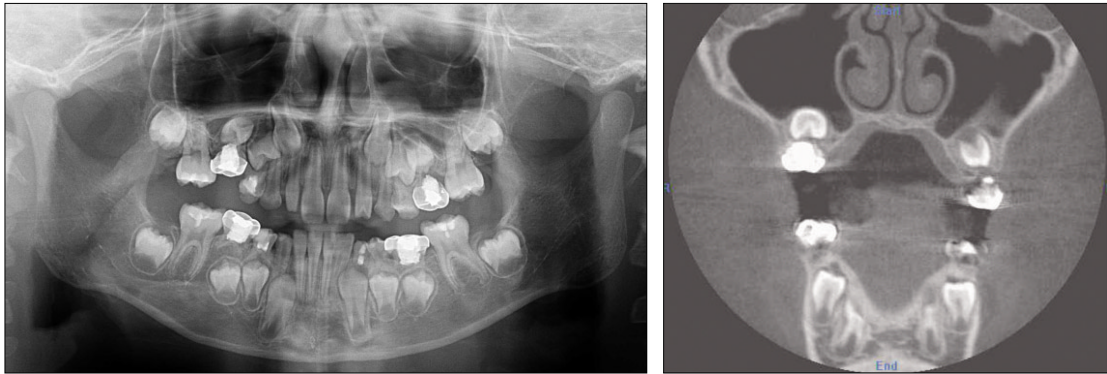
Initial panoramic and coronal CT views showing deviated tooth germ of premolar to the right maxillary sinus.
